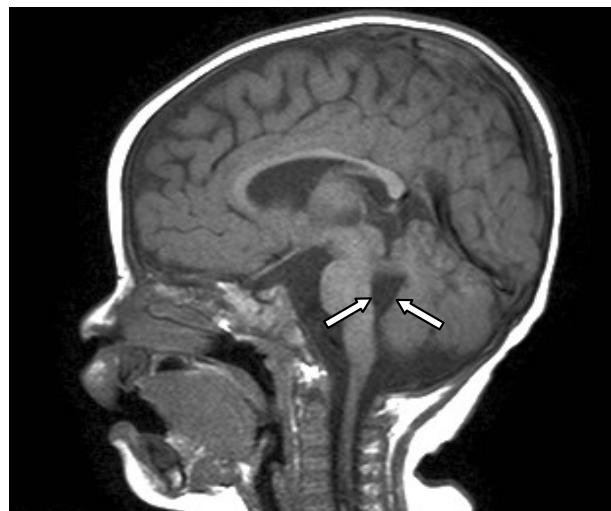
T1-weighted sagittal MRI image shows aplasia of the cerebellar vermis and enlarged mid-fourth ventricle (white arrow).
